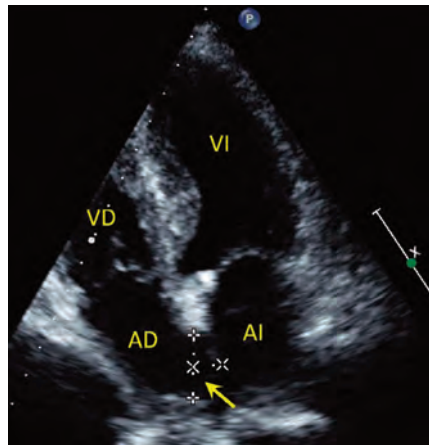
Ecocardiograma transtorácico que muestra la resolución total del trombo con anticoagulación, así como evidencia la presencia de una comunicación interauricular (flecha) debido a un foramen oval permeable.
